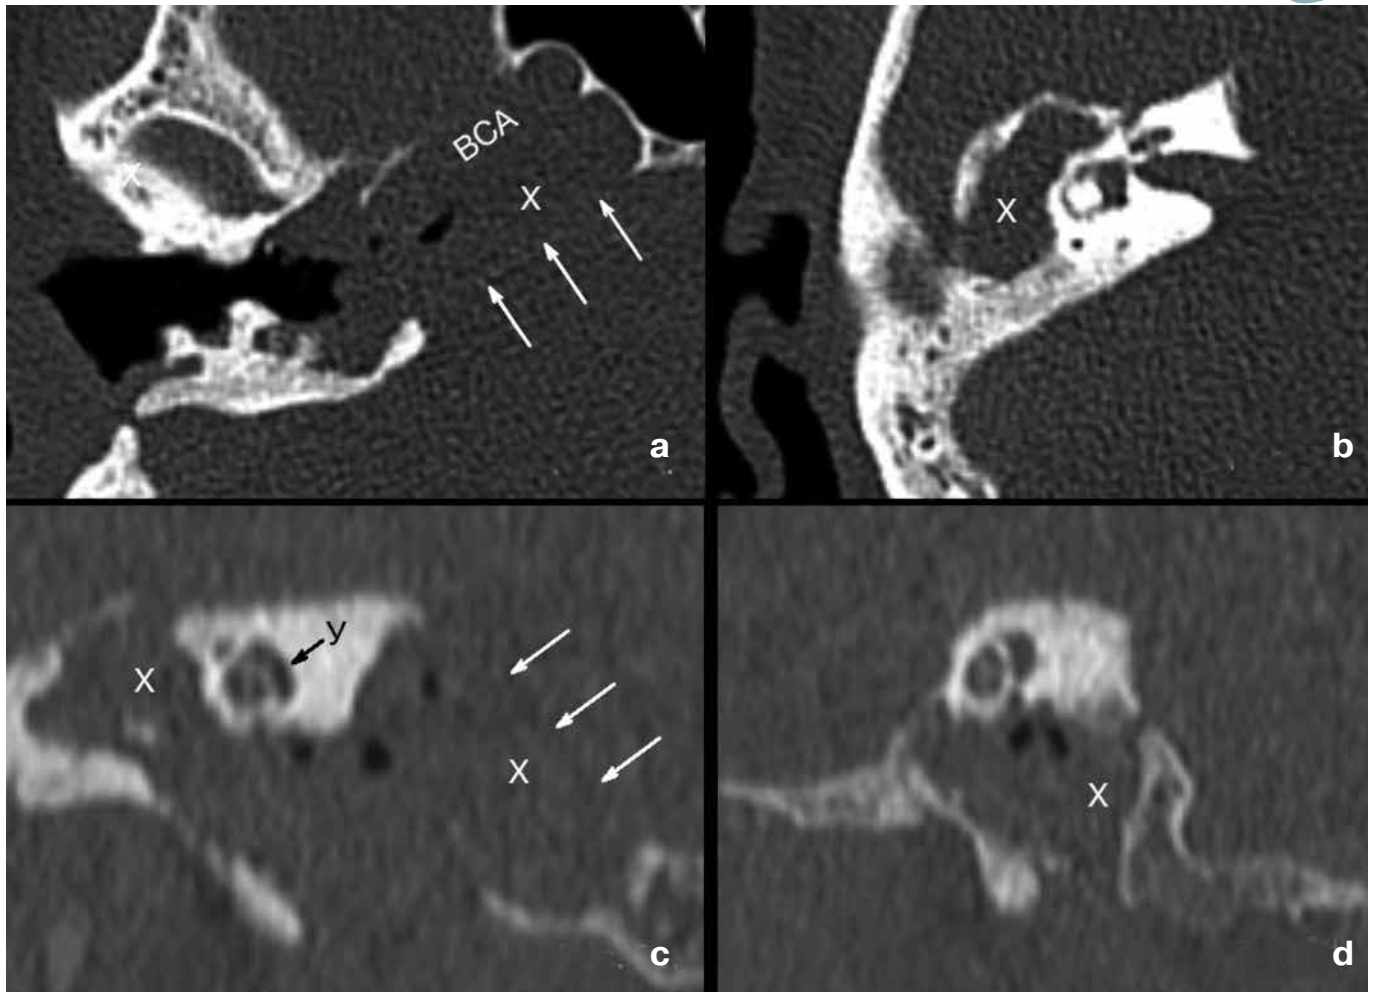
CT examination of the temporal bones of patient N. before surgery:
